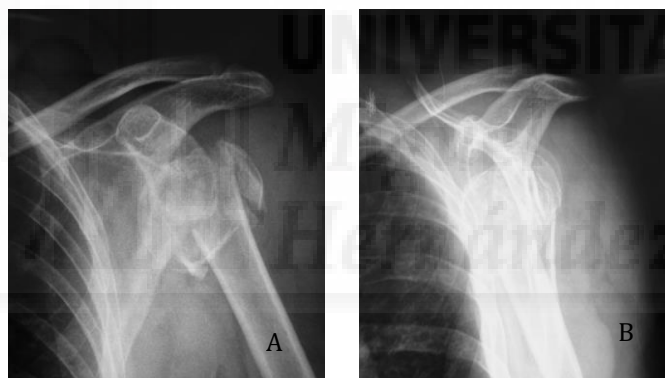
Radiografía Fractura en 4 fragmentos. A) Proyección Anteroposterior, B) Proyección Transescapular
